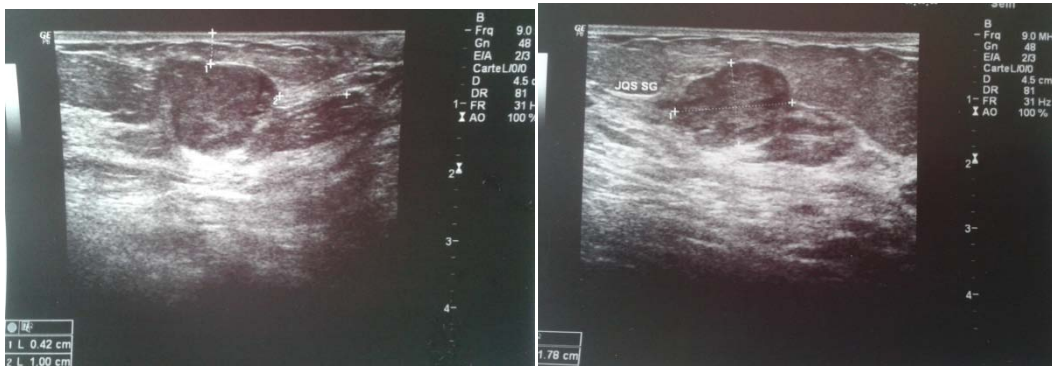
Image échographique d'une formation hétérogène à double composante Tissulaire et kystique
